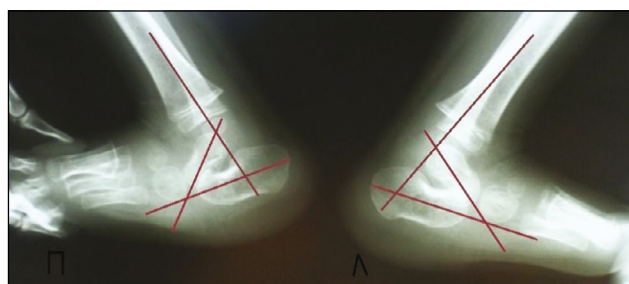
Пациент С., 2 года. Боковая рентгенограмма с максимальной подошвенной флексией. Врожденный вертикальный таран справа, косой таран слева
